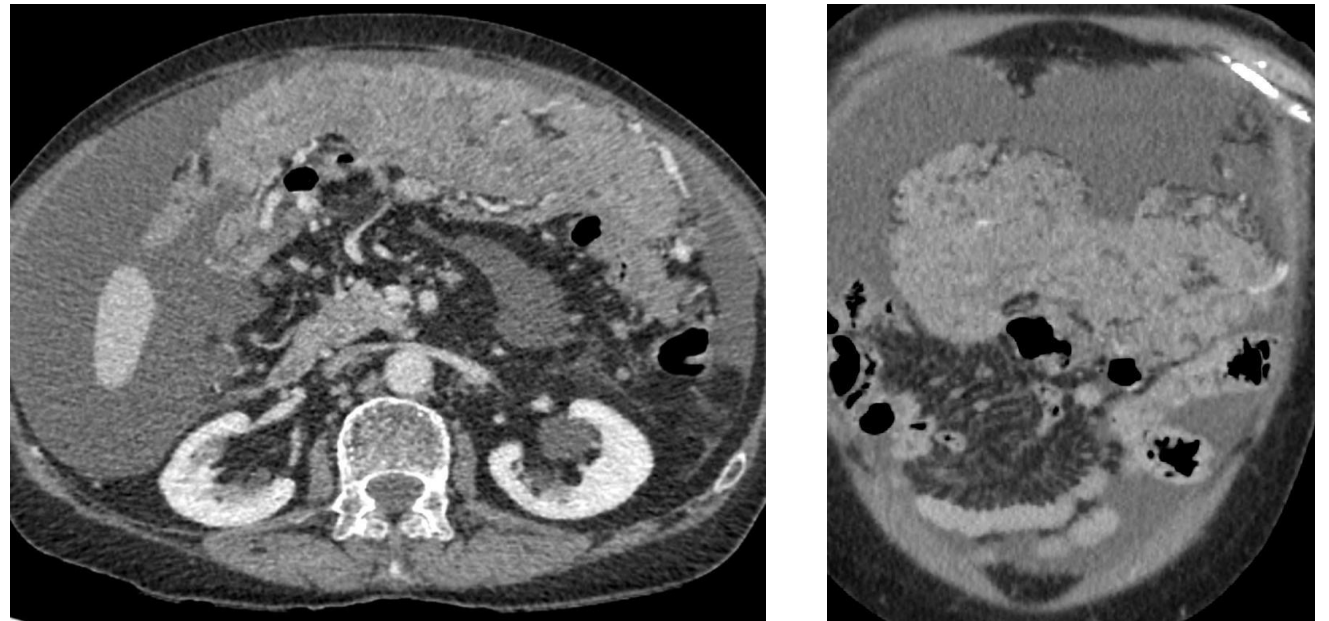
TC con contraste corte axial y coronal. Afectación del epiplón mayor en forma de omental cake
